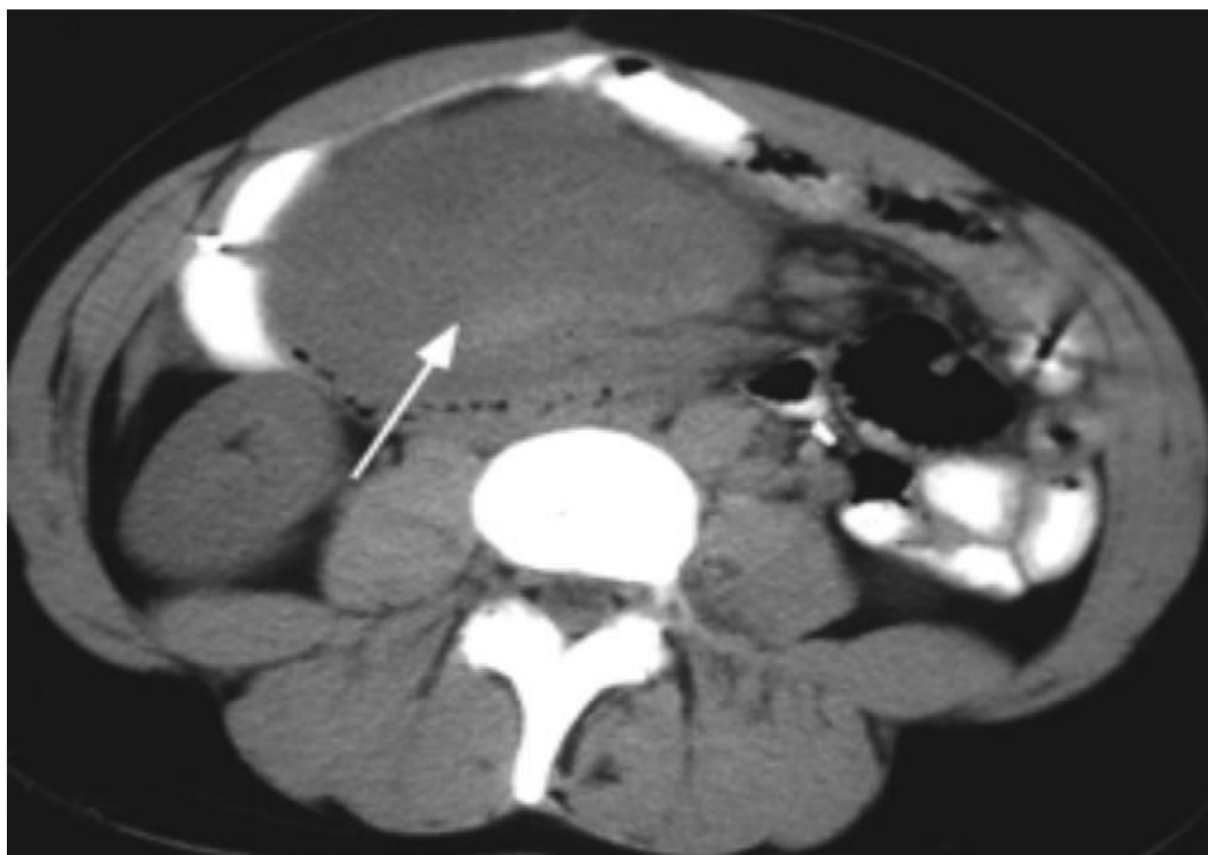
TDM sans injection de produit de contraste : tumeur stromale mésentérique : masse mésentérique hétérogène, avec zone spontanément hyperdense (flèche) en raison de phénomènes hémorragiques récents.
